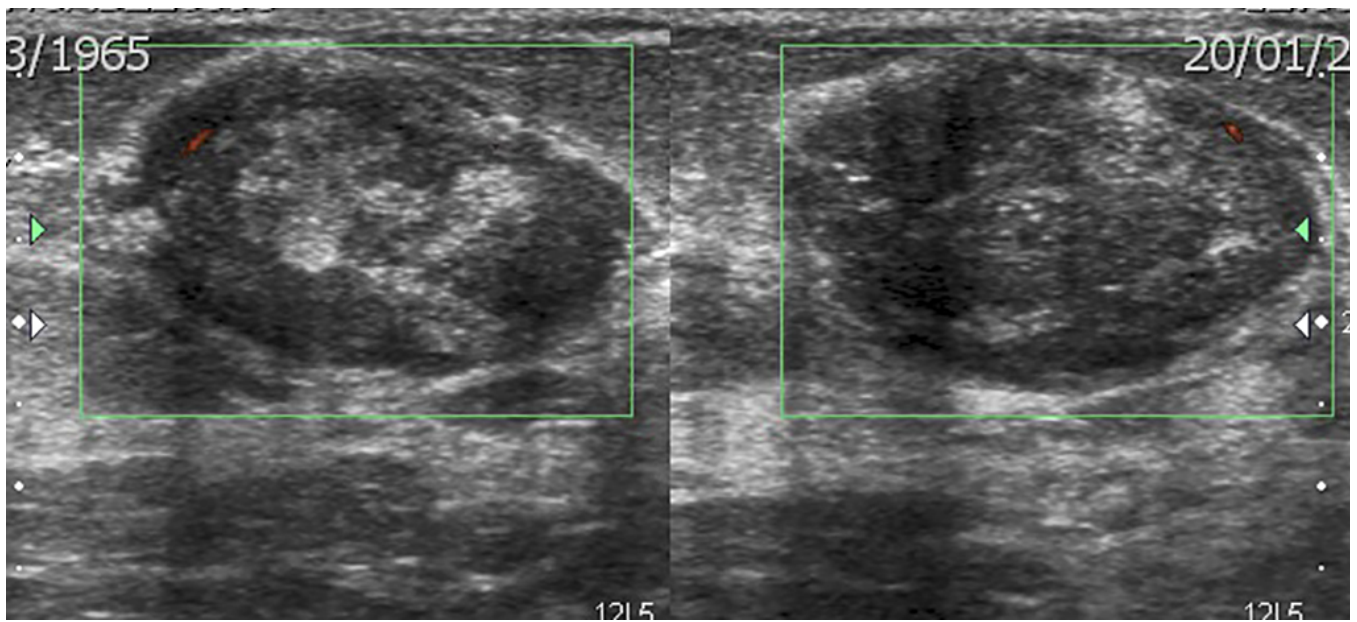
Detalle del Eco-doppler, con escasos vasos periféricos. La pobre vascularización es también típica de la PASH.
